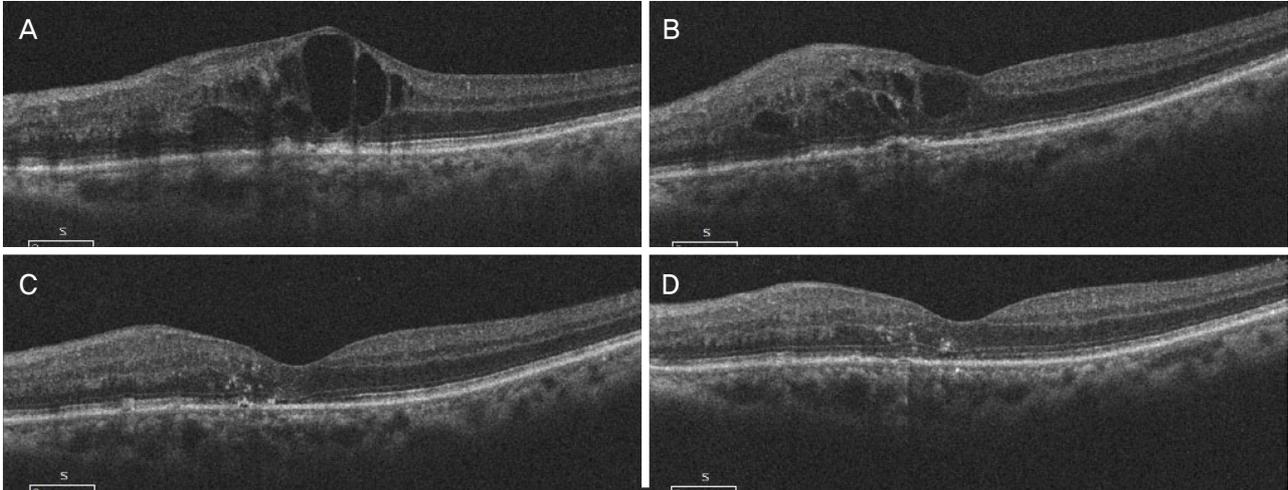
Optical coherence tomography (OCT) images of an eye diagnosed with refractory macular edema secondary to central retinal vein occlusion. (A) Compared to baseline. (B) Macular edema remained after 2 consecutive intravitreal bevacizumab injections. (C) A marked decrease in macular edema was noted 1 month after an intravitreal injection of triamcinolone. (D) OCT showed a flat macula without macular edema 3 month after an intravitreal injection of triamcinolone.
